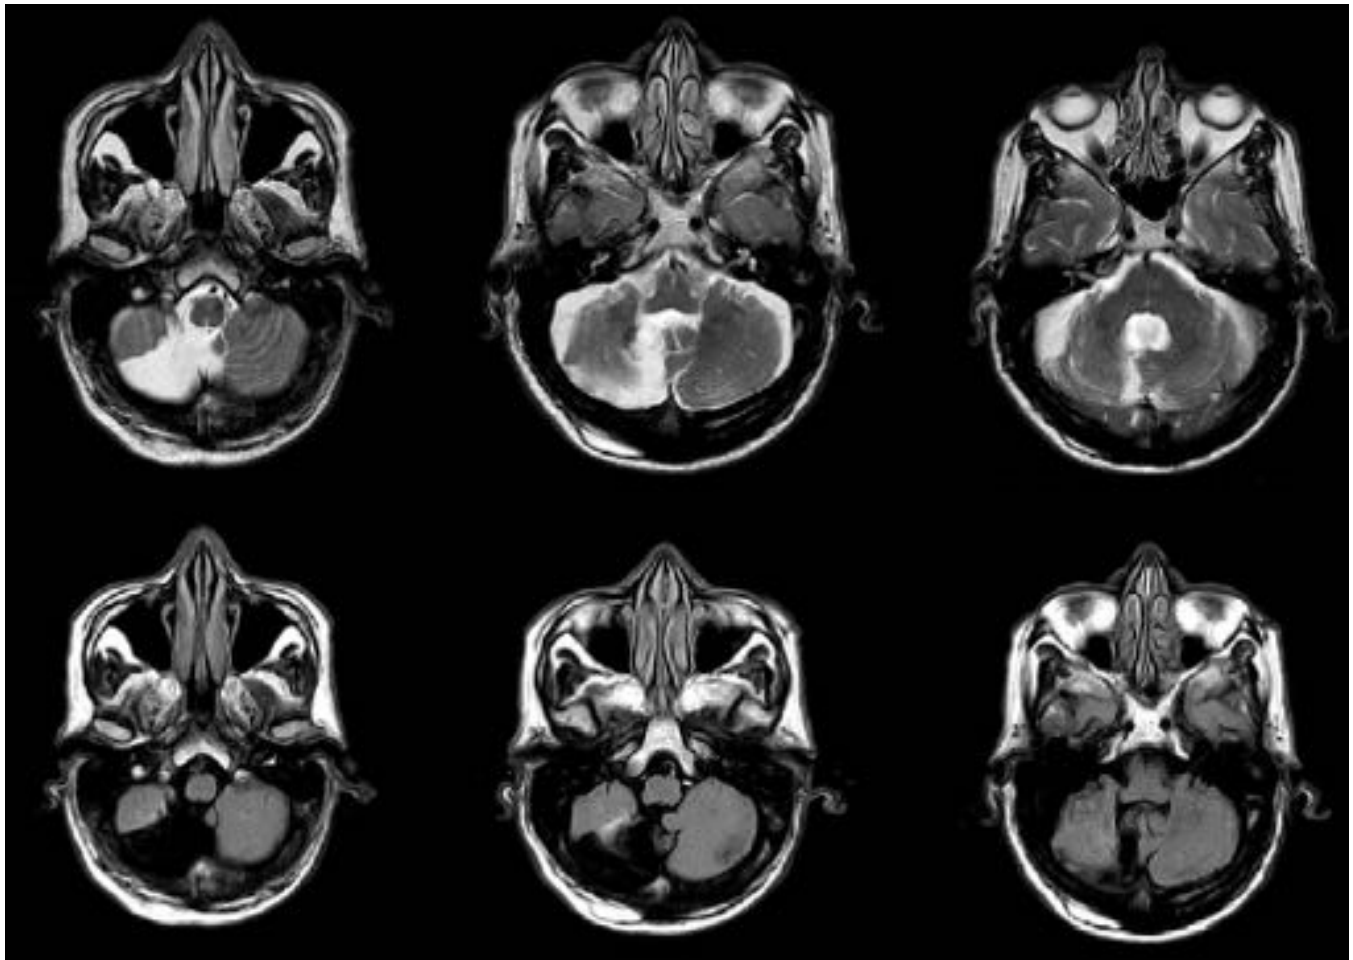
Cortes axiales de secuencias de RM en T2 y FLAIR donde se muestra una lesión extraxial con el mismo comportamiento que el líquido cefalorraquídeo. Se corresponde al quiste aracnoideo de la Fig. 10
